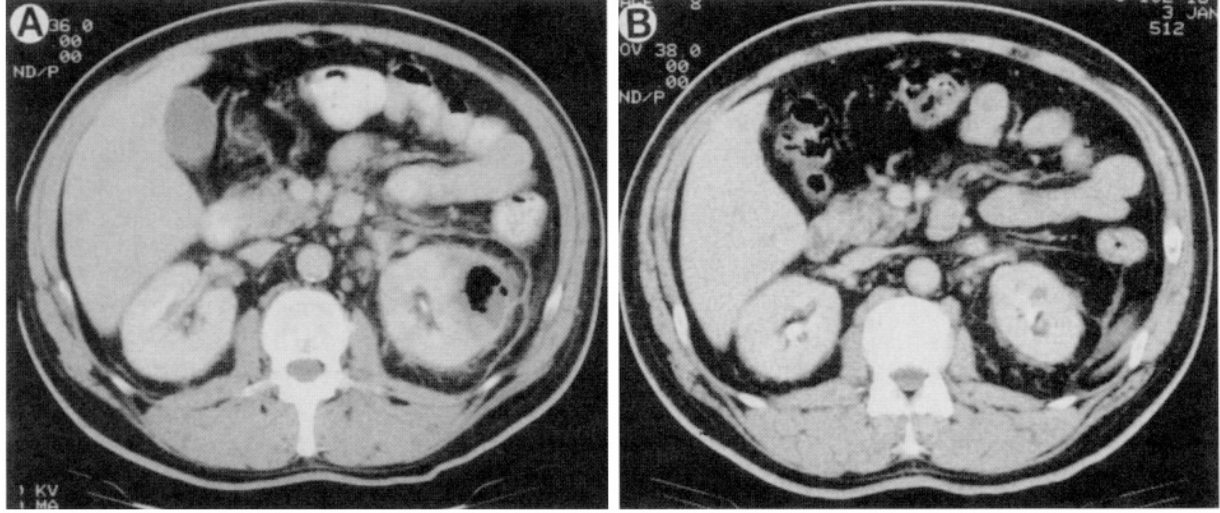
Tip II AP'li bulunan kadın hastanın CT'sinde sol böbrek renal parenkiminde gaz birikimi ile beraber akut pyelonefrit izlenirken sıvı birikimi ve loküle gaz oluşumlu perirenal apse görülmektedir. (Predictors of outcome in Emphysematous Pyelonephritis. Wan YL, Lo SK, Bullard MJ, Chang PL, Lee TY. J Urol 1998 February;159(2):369-373)
